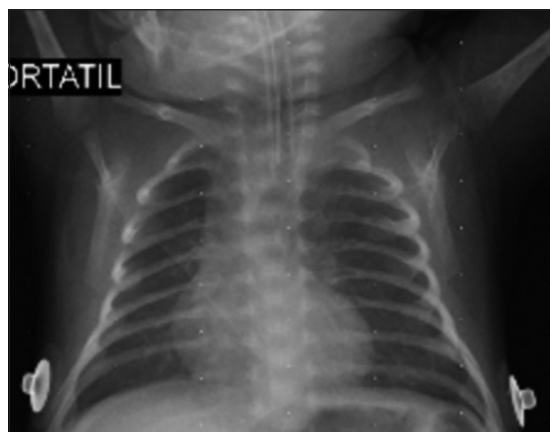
Radiografía de tórax en proyección postero-anterior en decúbito supino: normal.
